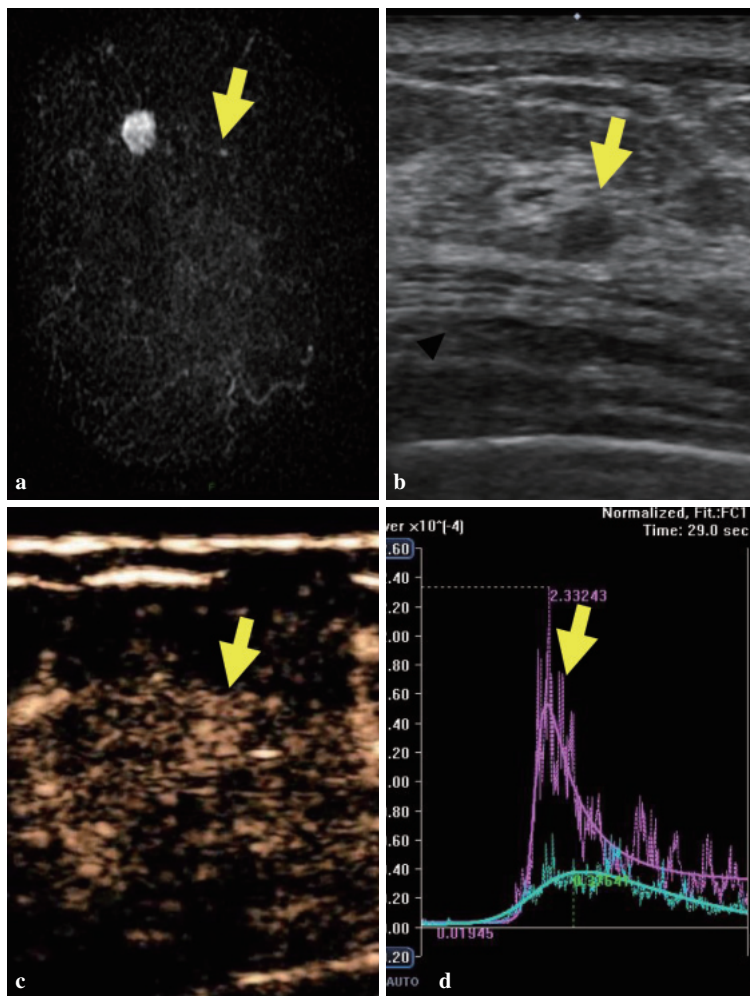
a：MRI(T1造影早期相). 主腫瘍の近傍に小結節(⇩)を認めた. b：セカンドルックUS候補となる低エコー腫瘍(⇩)を認めた. c：CEUS. 早期で強く濃染された(⇩). d：CEUS(TIC). 早期相でfast, 平衡相でwashoutパターンであった(⇩).
